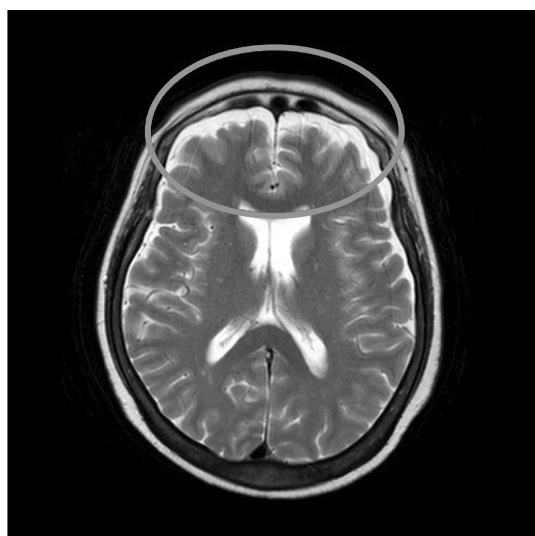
Both frontal lobes mild cortical atrophy (grey circle) on axial T2-weighted MR image of the brain.
